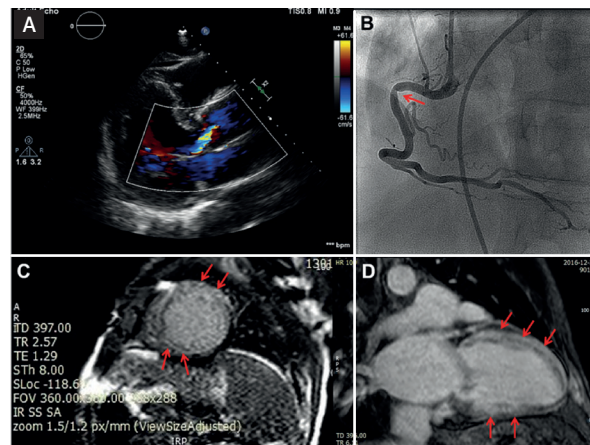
Investigação diagnóstica pós-parada cardiorrespiratória: caso 4 - ecocardiograma transtorácico com Doppler colorido demonstrando insuficiência aórtica moderada (A) e cineangiogramografia da artéria coronária direita com lesão discreta em terço proximal (B); caso 5 - ressonância magnética de coração com gadolínio exibindo fibrose miocárdica extensa e difusa, de padrão não isquêmico, atingindo toda a espessura das paredes laterais e inferiores do ventrículo esquerdo, em eixo curto (C) e em eixo longo (D).
